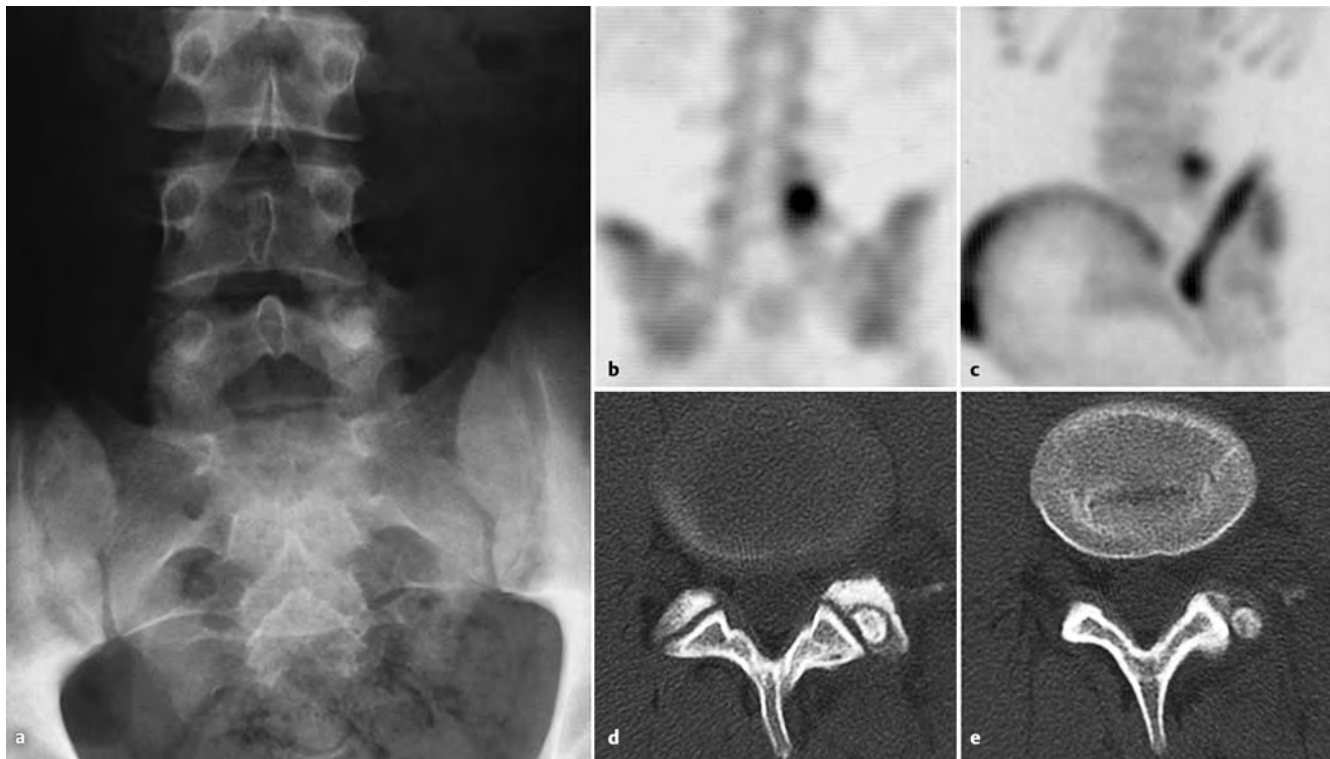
Typisches Osteoidosteom im Wirbelbogengelenk von L5 links bei einem 17-jährigen mit starken konstanten Lumbalgien und einem extremen Hartspann der linken Lumbalmuskulatur seit 5 Monaten. Von dieser Klinik her musste in Anbetracht des Alters des Patienten zwangsläufig der Verdacht auf ein Osteoidosteom aufkommen. a Schon das Übersichtsbild mit einer rechtskonvexen Skoliose und einer Sklerose im linken Wirbelbogenbereich von L5 war hochgradig suspekt. Man hätte nur noch durch die auffällige Partie einige CT-Schnitte legen müssen, um zur Diagnose zu kommen.
